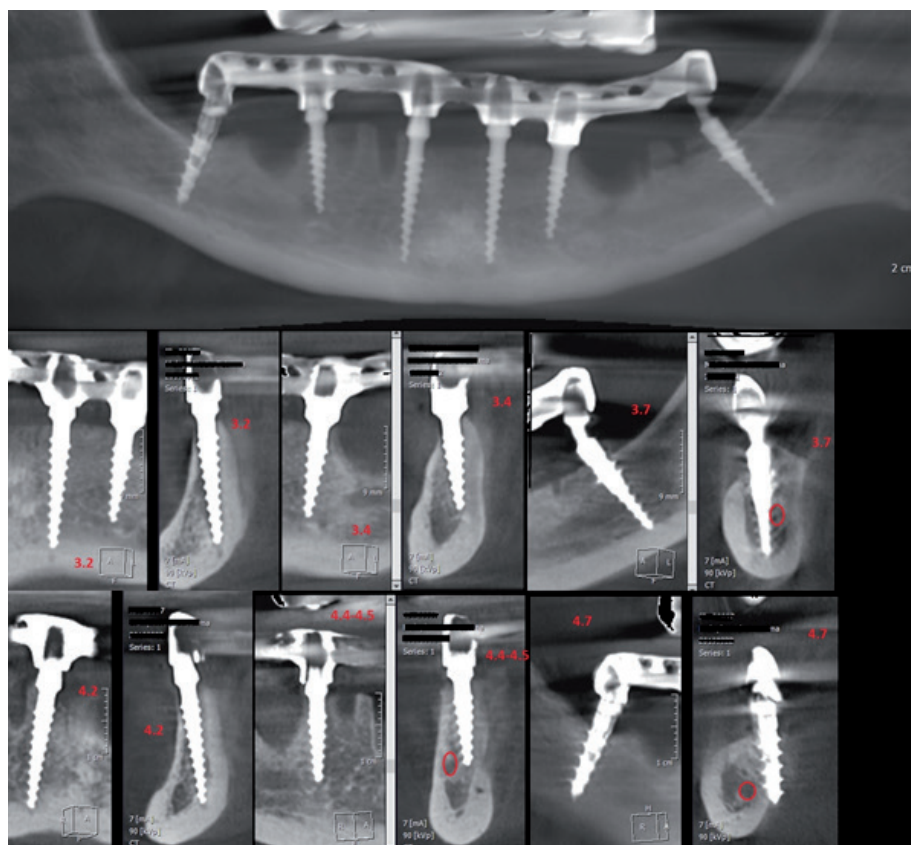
Панорамний реформат та скани конусно-променевої комп'ютерної томографії пац. М., 1959 р. н., на 5 день після імплантації. Видалення зубів 35, 31, 41, 42, 43, 44, 45. Графічна візуалізація нижньощелепного каналу. Встановлення 5 одноетапних імплантатів. Імплантати у проекції зуба 37 встановлено «в обхід» нижнього альвеолярного нерва з вестибулярного боку, імплантати у проекції зубів.
